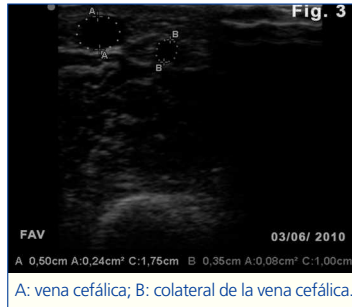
Segunda ecografía en modo B de la fistula arteriovenosa con aumento del calibre de la vena cefálica y reducción del grosor de la colateral.
